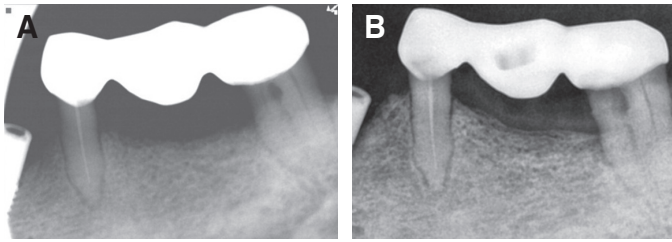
Periapical radiographs of #35 and #37. (A) First visit, (B) 3 year follow-up.
